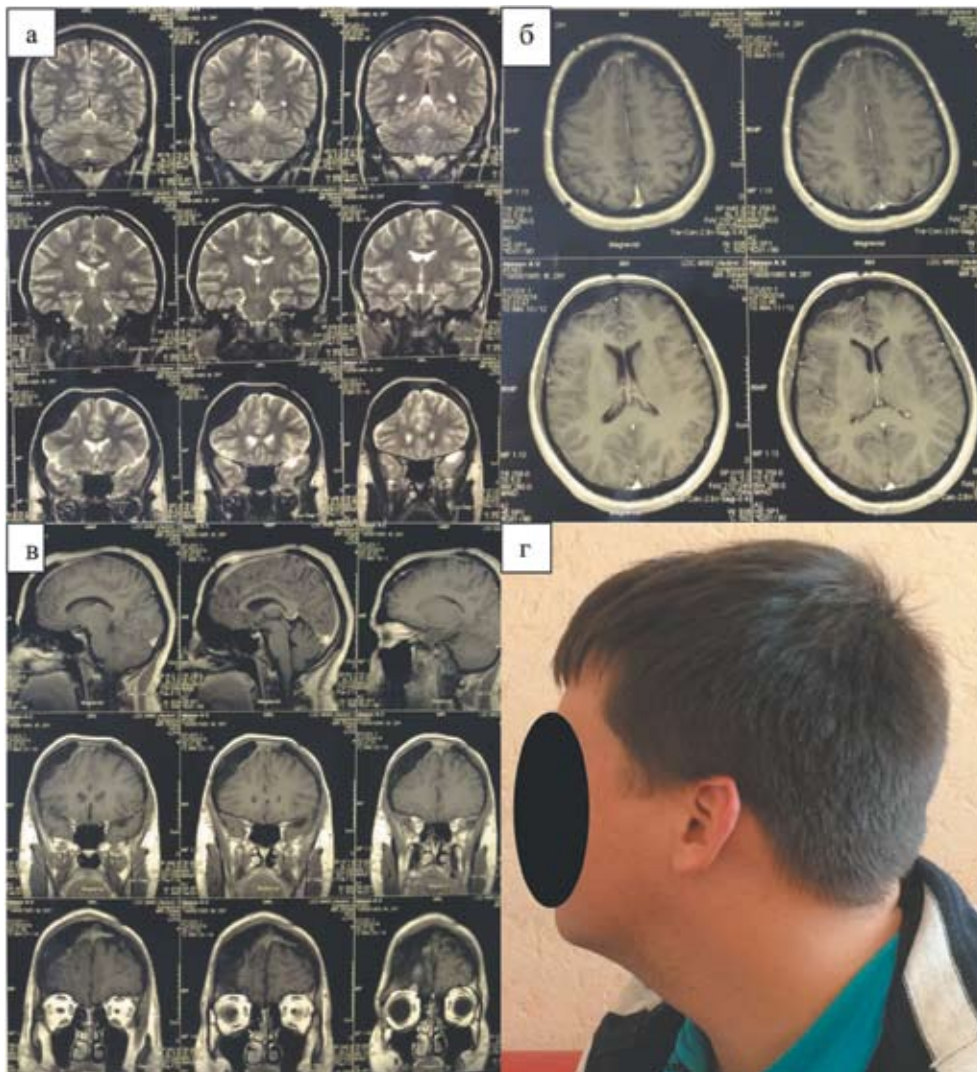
Контрольный осмотр б-го А. через 4 мес после операции. а, б, в — МР-томограммы не выявляют патологического содержимого в полости бывшего эпидурального абсцесса, регрессировали вторичные кистозно-глиозные изменения правой лобной доли. г — внешний вид больного.
